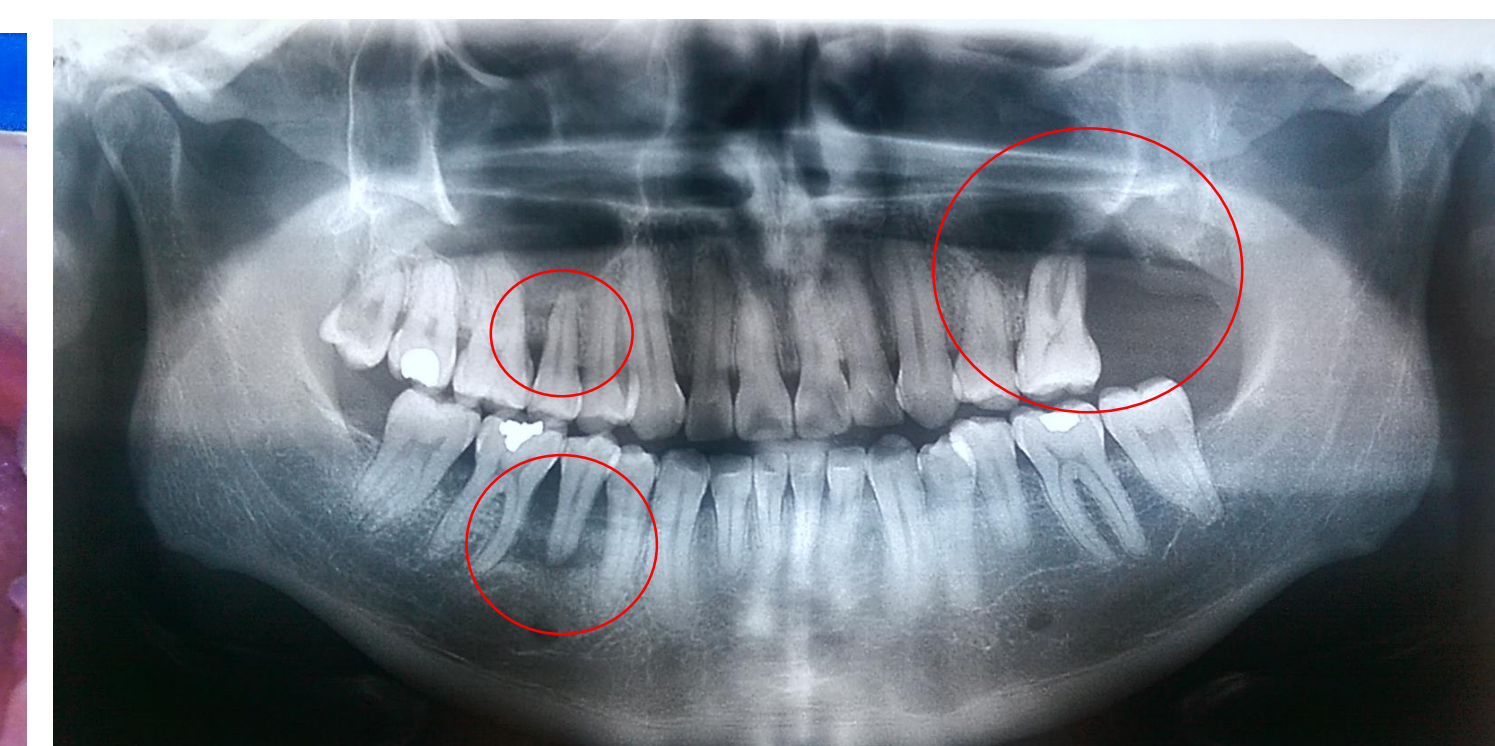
Radiografía Panorámica. Círculos. Zonas de Osteonecrosis
